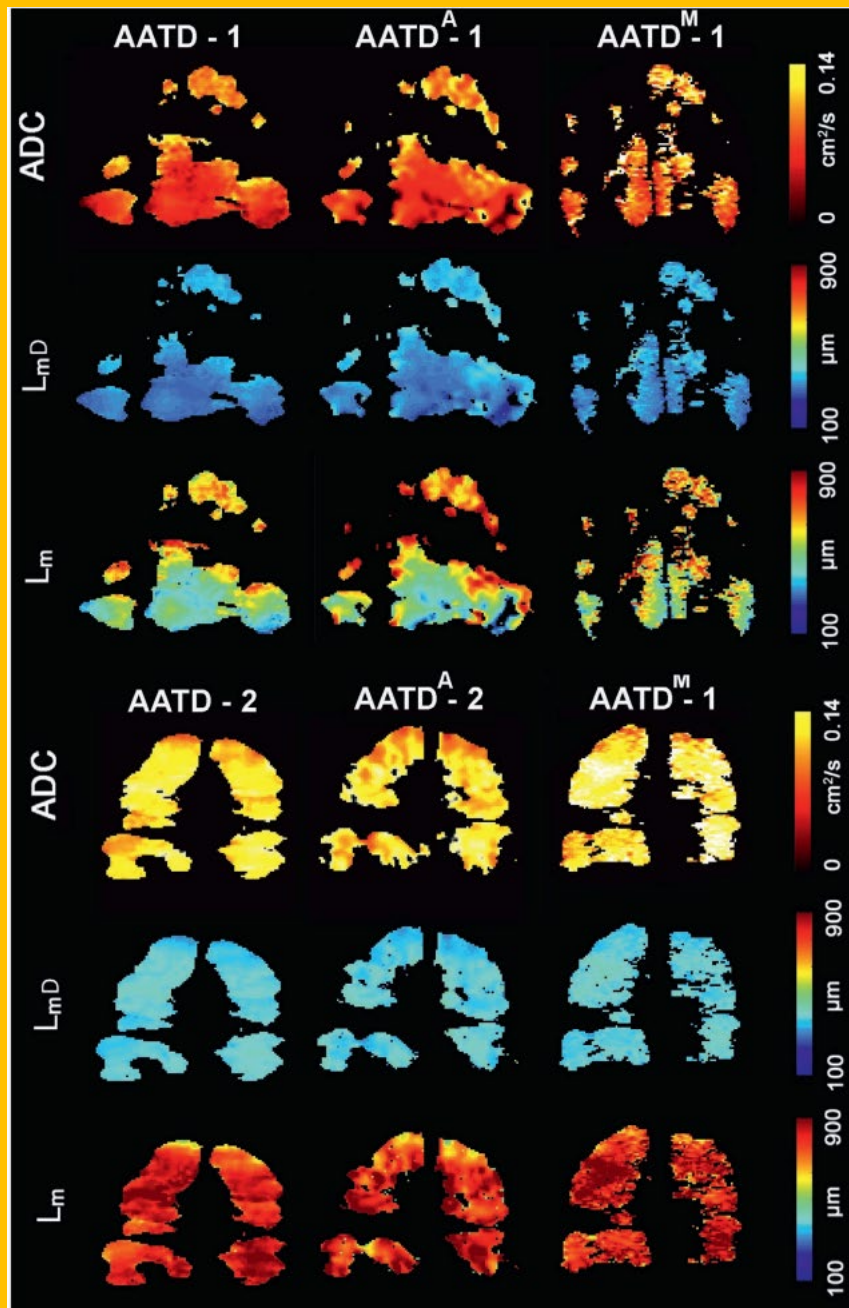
Representative ^{129}Xe MRI maps obtained for 2 AATD with and without acceleration at a single breath-hold and multiple breaths (no acceleration). ADC, apparent diffusion coefficient; L_{mD} , mean diffusion length; L_m , mean linear intercept estimate; AATD, alpha-one antitrypsin deficiency; AATD-2, ex-smoker AATD; ^A, indicates undersampling with the acceleration factor of 7; ^M, indicates multiple breath-holds, no acceleration. Note that AATD-1 and AATD^A-1 maps (single breath-hold acquisition) are clearly different from the AATD^M-1 map (multiple breath-hold acquisition) in the ventilation likely because of the unavoidable slice and lung volume mismatch, the actual parameter maps are fairly similar
